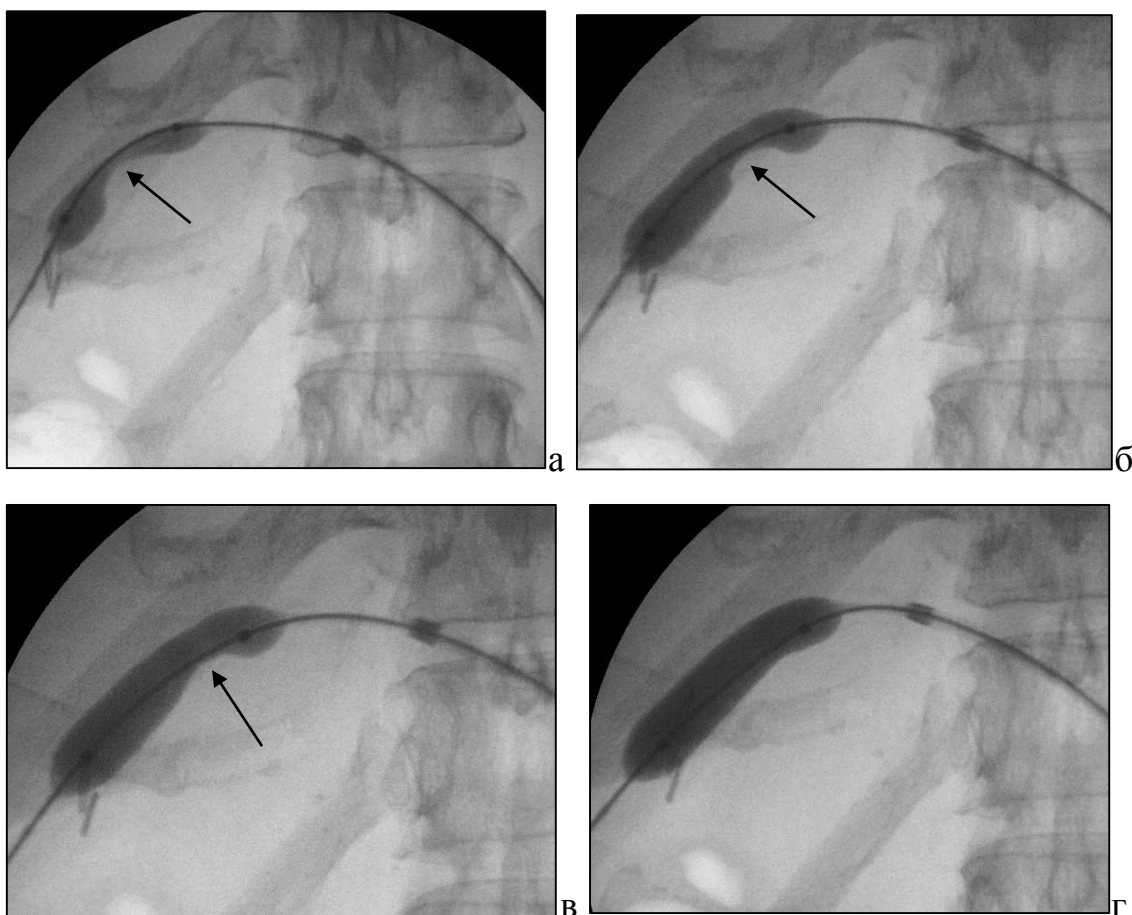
Рентгенограммы постепенного расправления «талии» баллона (показана стрелкой).
